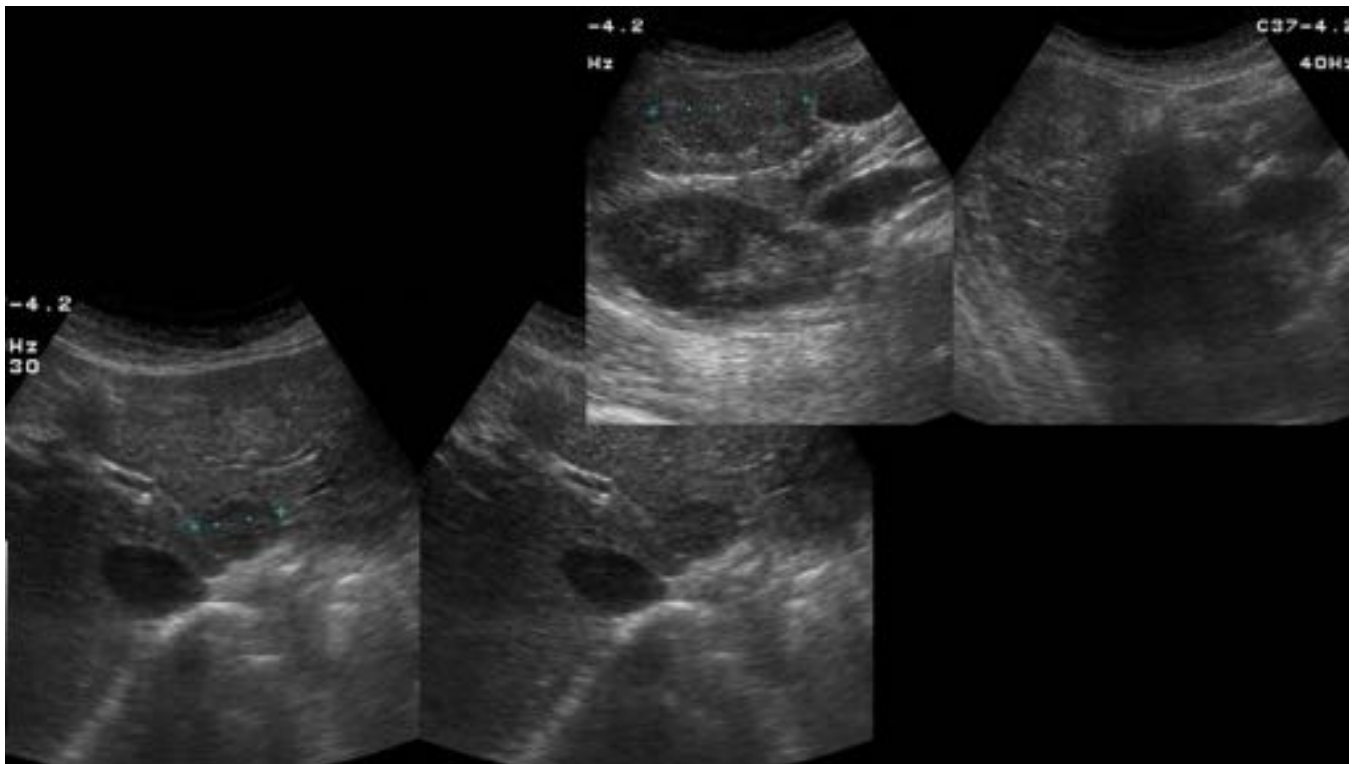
Paciente mujer de 43 años, asintomática, con antecedentes familiares de primer grado de HTT. Se realizó una ecografía, por elevación de GGT, en donde se identificaron varias lesiones focales bilobares ligeramente hipoeoicas respecto al parénquima adyacente. Se muestran dos de ellas situadas en segmentos III y V. Se decidió completar estudio mediante TC.
